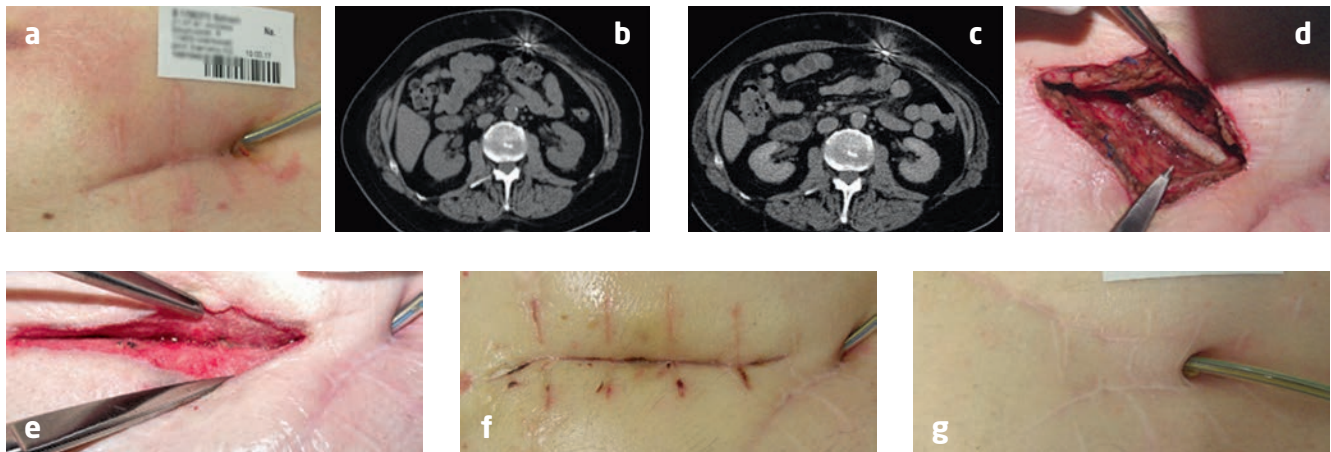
Abszess im Bereich der aufsteigenden Driveline mit operativer Entlastung und nachfolgender VAC-Plasma-Therapie. a) Sezernierende Driveline-Austrittsstelle, deutliche Rötung im ascendierenden Driveline-Verlauf. b) Geringgradige Gewebeerkrankung über der Driveline in der abdominalen Computertomographie. c) Deutliche Zunahme des Befundes im Sinne eines Abszedierung. d) Operative Abszess-Entlastung – in der Tiefe ist die Filz-ummantelte Driveline sichtbar. e) Zustand nach 28 Tagen Therapie mit VAC-Plasma-Verbands mit 3-tägigem Verbandswechsel. Die Driveline ist komplett durch Granulationsgewebe bedeckt, ein Sekundärverschluss ist möglich. f) Status 24 Tage nach Sekundärnaht. g) Status 6 Monate nach Sekundärnaht.
